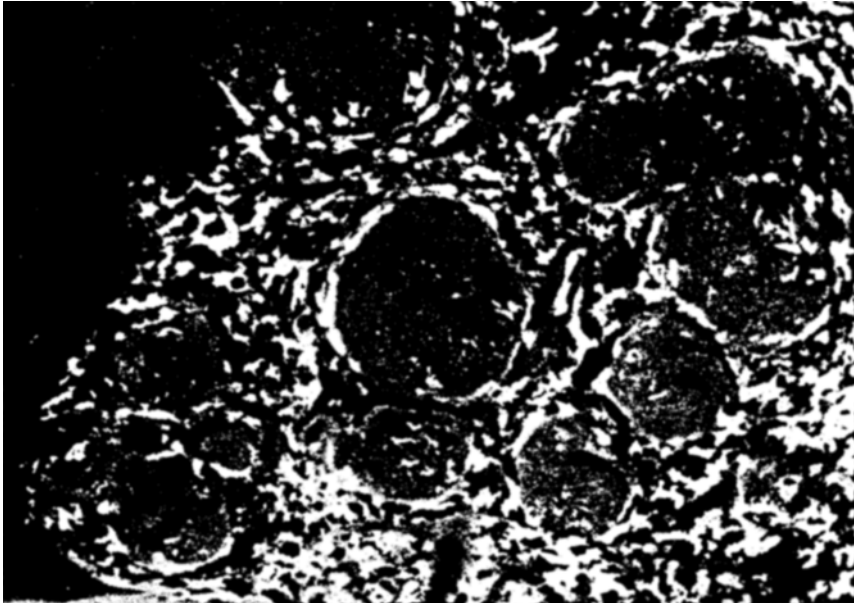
Mikrovasoröntgenogramme der gefäßarmen Metastasen in der Kaninchenlunge.
